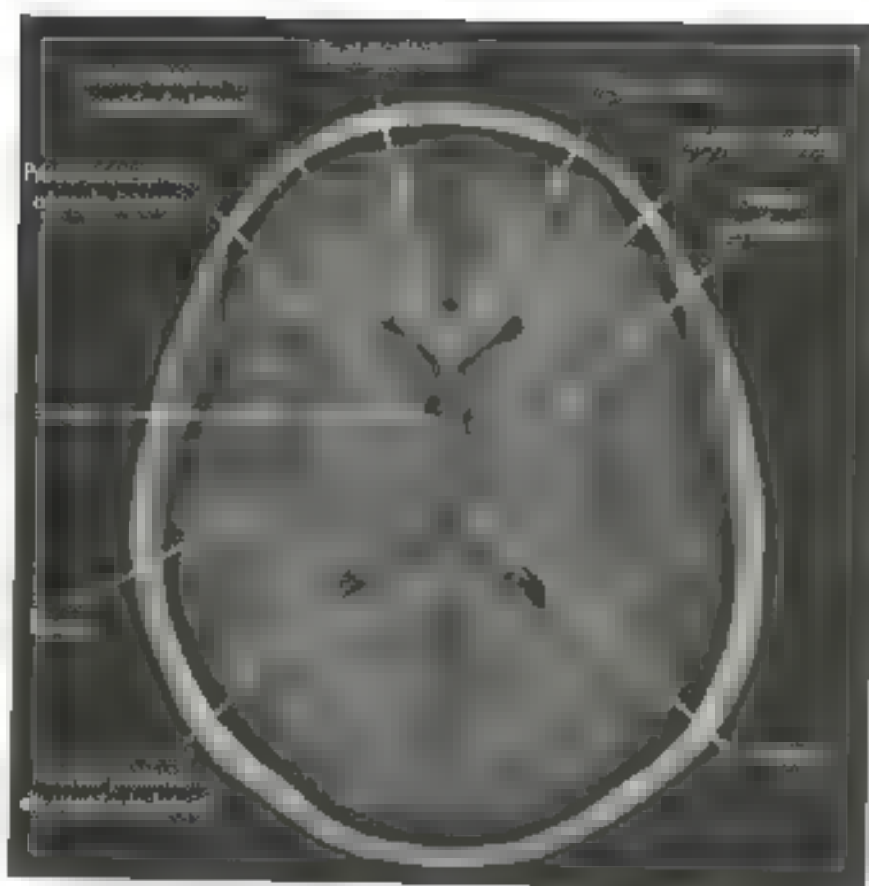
Resonanță magnetică. Căte horizontal. Penelieu Di. Marin. Antoin Rodu.
